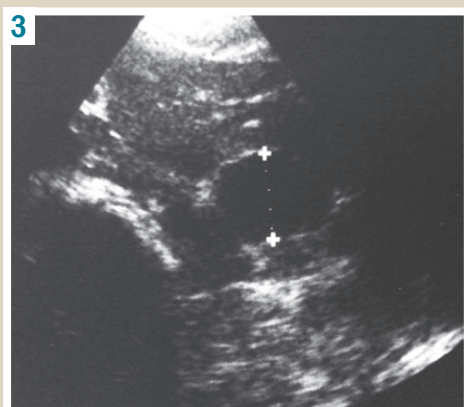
Ultrasound picture of abdominal cyst.
